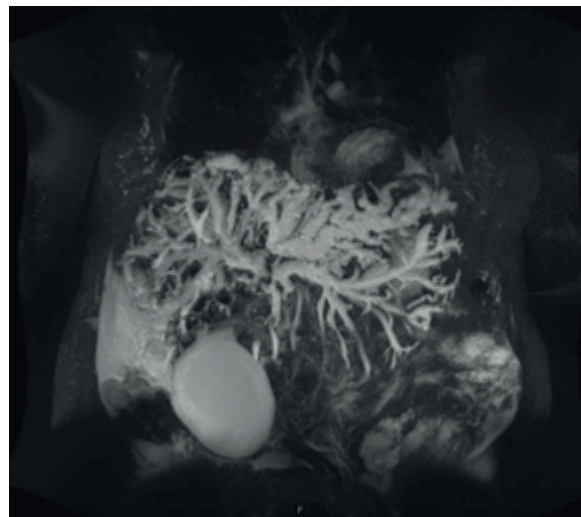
Магнитно-резонансная холангиограмма стриктуры ОЖП (тип 2). / Fig. 4. Magnetic resonance cholangiogram of strictures of the common bile duct (type 2).
